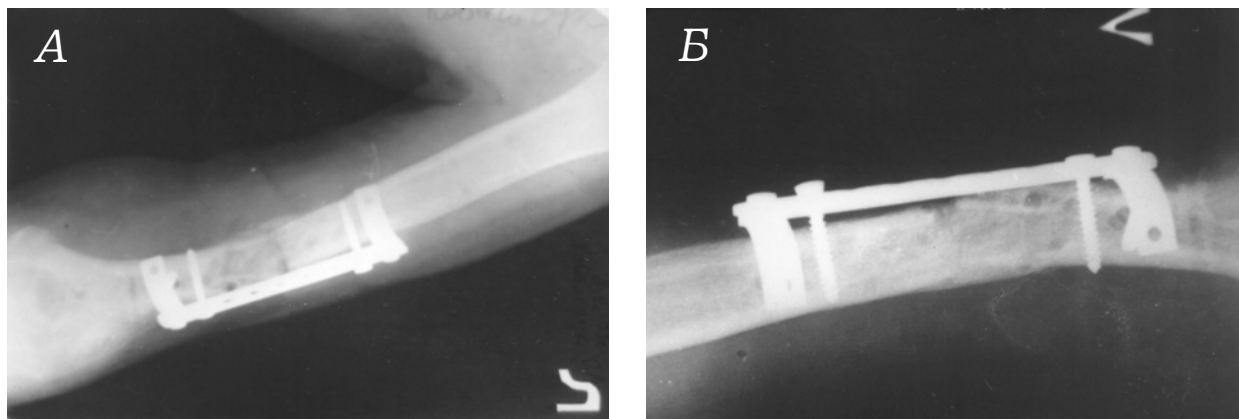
Рентгенограми (А,Б) хворого з псевдоартрозом плечової кістки через 1,5 міс після остеосинтезу з використанням пристрою для фіксації кісткових уламків
